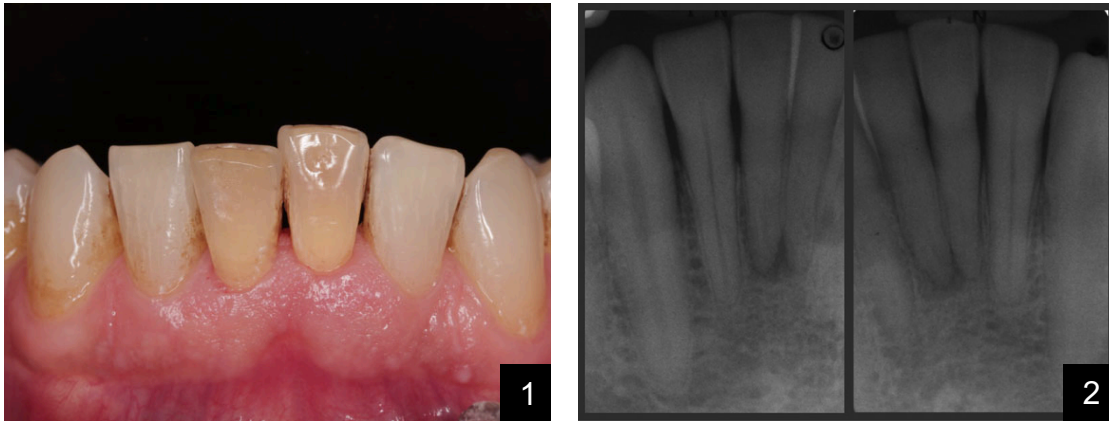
Photographie intrabuccale et radiographie RA mettant respectivement en évidence des dyschromies (1) et des lésions radioclaires péri apicales de 41 et 31 (2) (source : Connert et coll., 2018).
